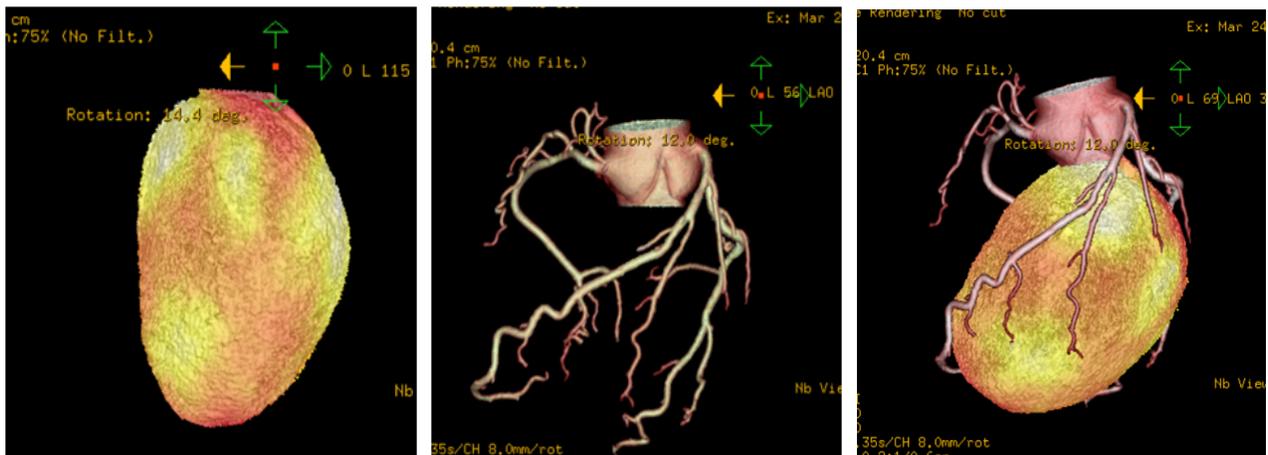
On the left side from the PET image, Coronary Artery CT image, Fusion image
